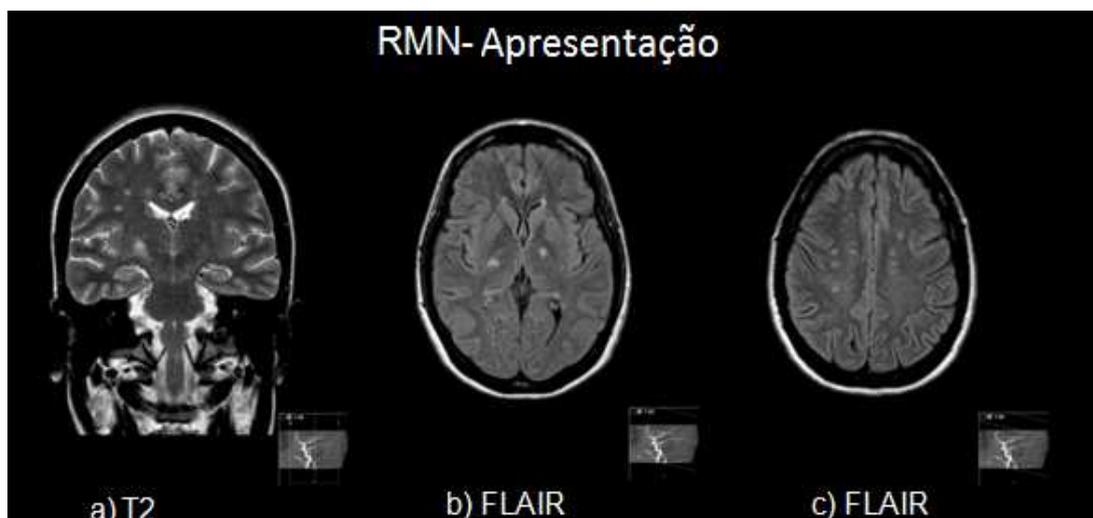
RMN-CE à apresentação (a-c)) revelando lesões recentes com *hipersinal* em T2/FLAIR nas regiões: *lenticulo-capsulares* (bilateralmente), *tálamo ventro-medial* e *cíngulo paramediano* (esquerdo), assim como lesões dispersas na *substância branca supratentorial e cerebelosa*, não recentes
